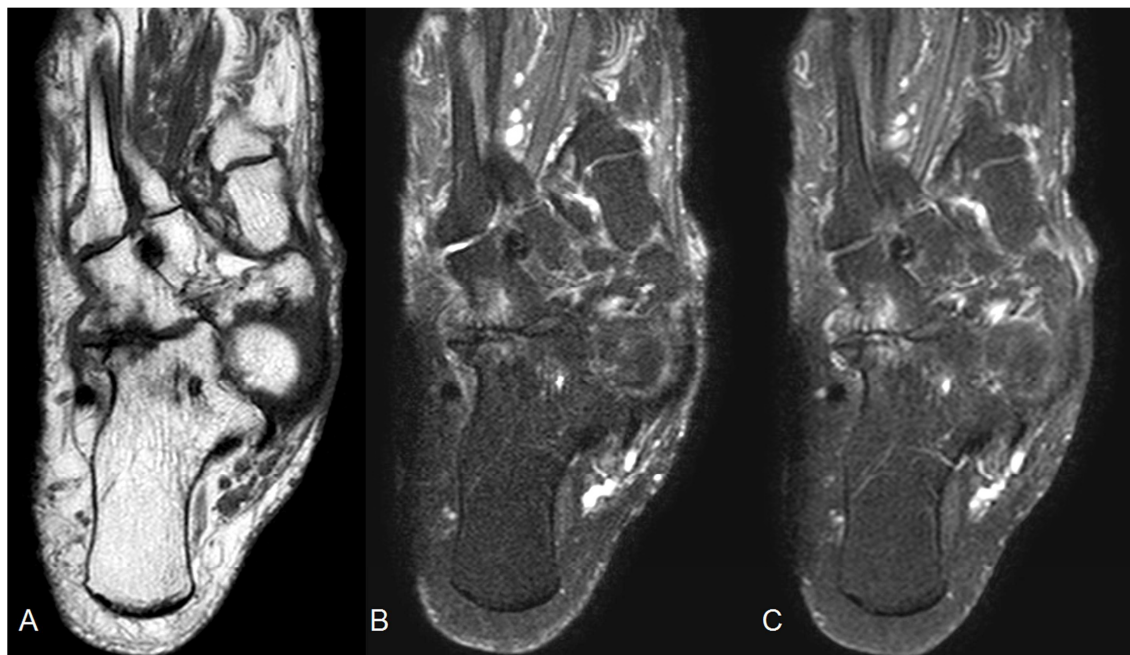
Figura H - Exame de RM do pé de paciente de 78 anos com escore DAS28 de 5,96 pontos (alta atividade da doença) e escore HAQ de 2,875, evidenciando neste exemplo forte relação entre a atividade da doença e a capacidade funcional da paciente. As imagens axiais nas sequências ponderadas em T1 (A), T2 SPAIR (B) e T1 SPIR pós-contraste (C) não evidenciam sinais de sinovite. Observam-se alterações crônicas no retropé caracterizadas por cistos subcondrais, osteófitos marginais difusos e redução dos espaços articulares.
